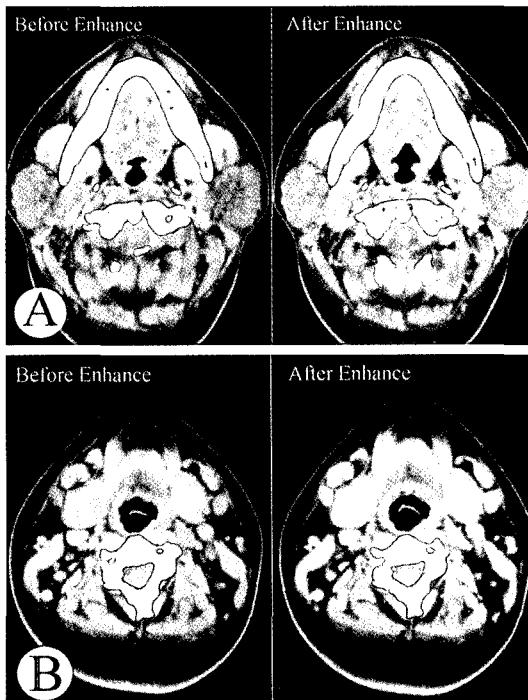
Computed tomographic scan of the parotid gland. (A) Leukemic infiltration into the parotid glands made the signal intensity of both parotid glands be slightly increased than that of normal parotid gland. (B) Multiple lymphadenopathies were found in level I and II of both cervical necks.
